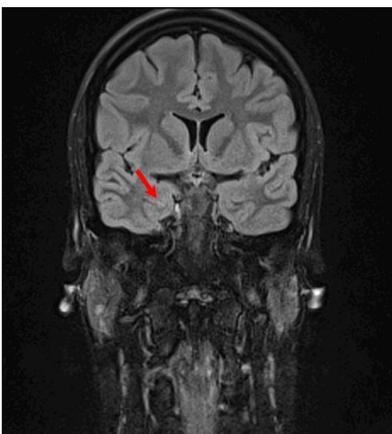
MRT-Aufnahme 09/08.
